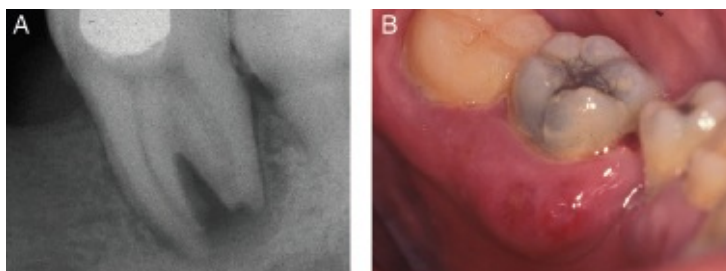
Lesão primária Periodontal simulando uma lesão endodôntica. (A) Radiografia do primeiro molar mandibular a mostrar radiolucência na zona peri radicular e reabsorção periapical. (B) Vista lingual do dente afetado. Note-se inchaço gengival e evidência de doença periodontal. Em adição, o dente apresenta uma restauração por oclusal perto da polpa. Apesar do quadro clínico e radiográfico, a polpa respondeu normal aos testes de vitalidade (Rostein, 2006).
